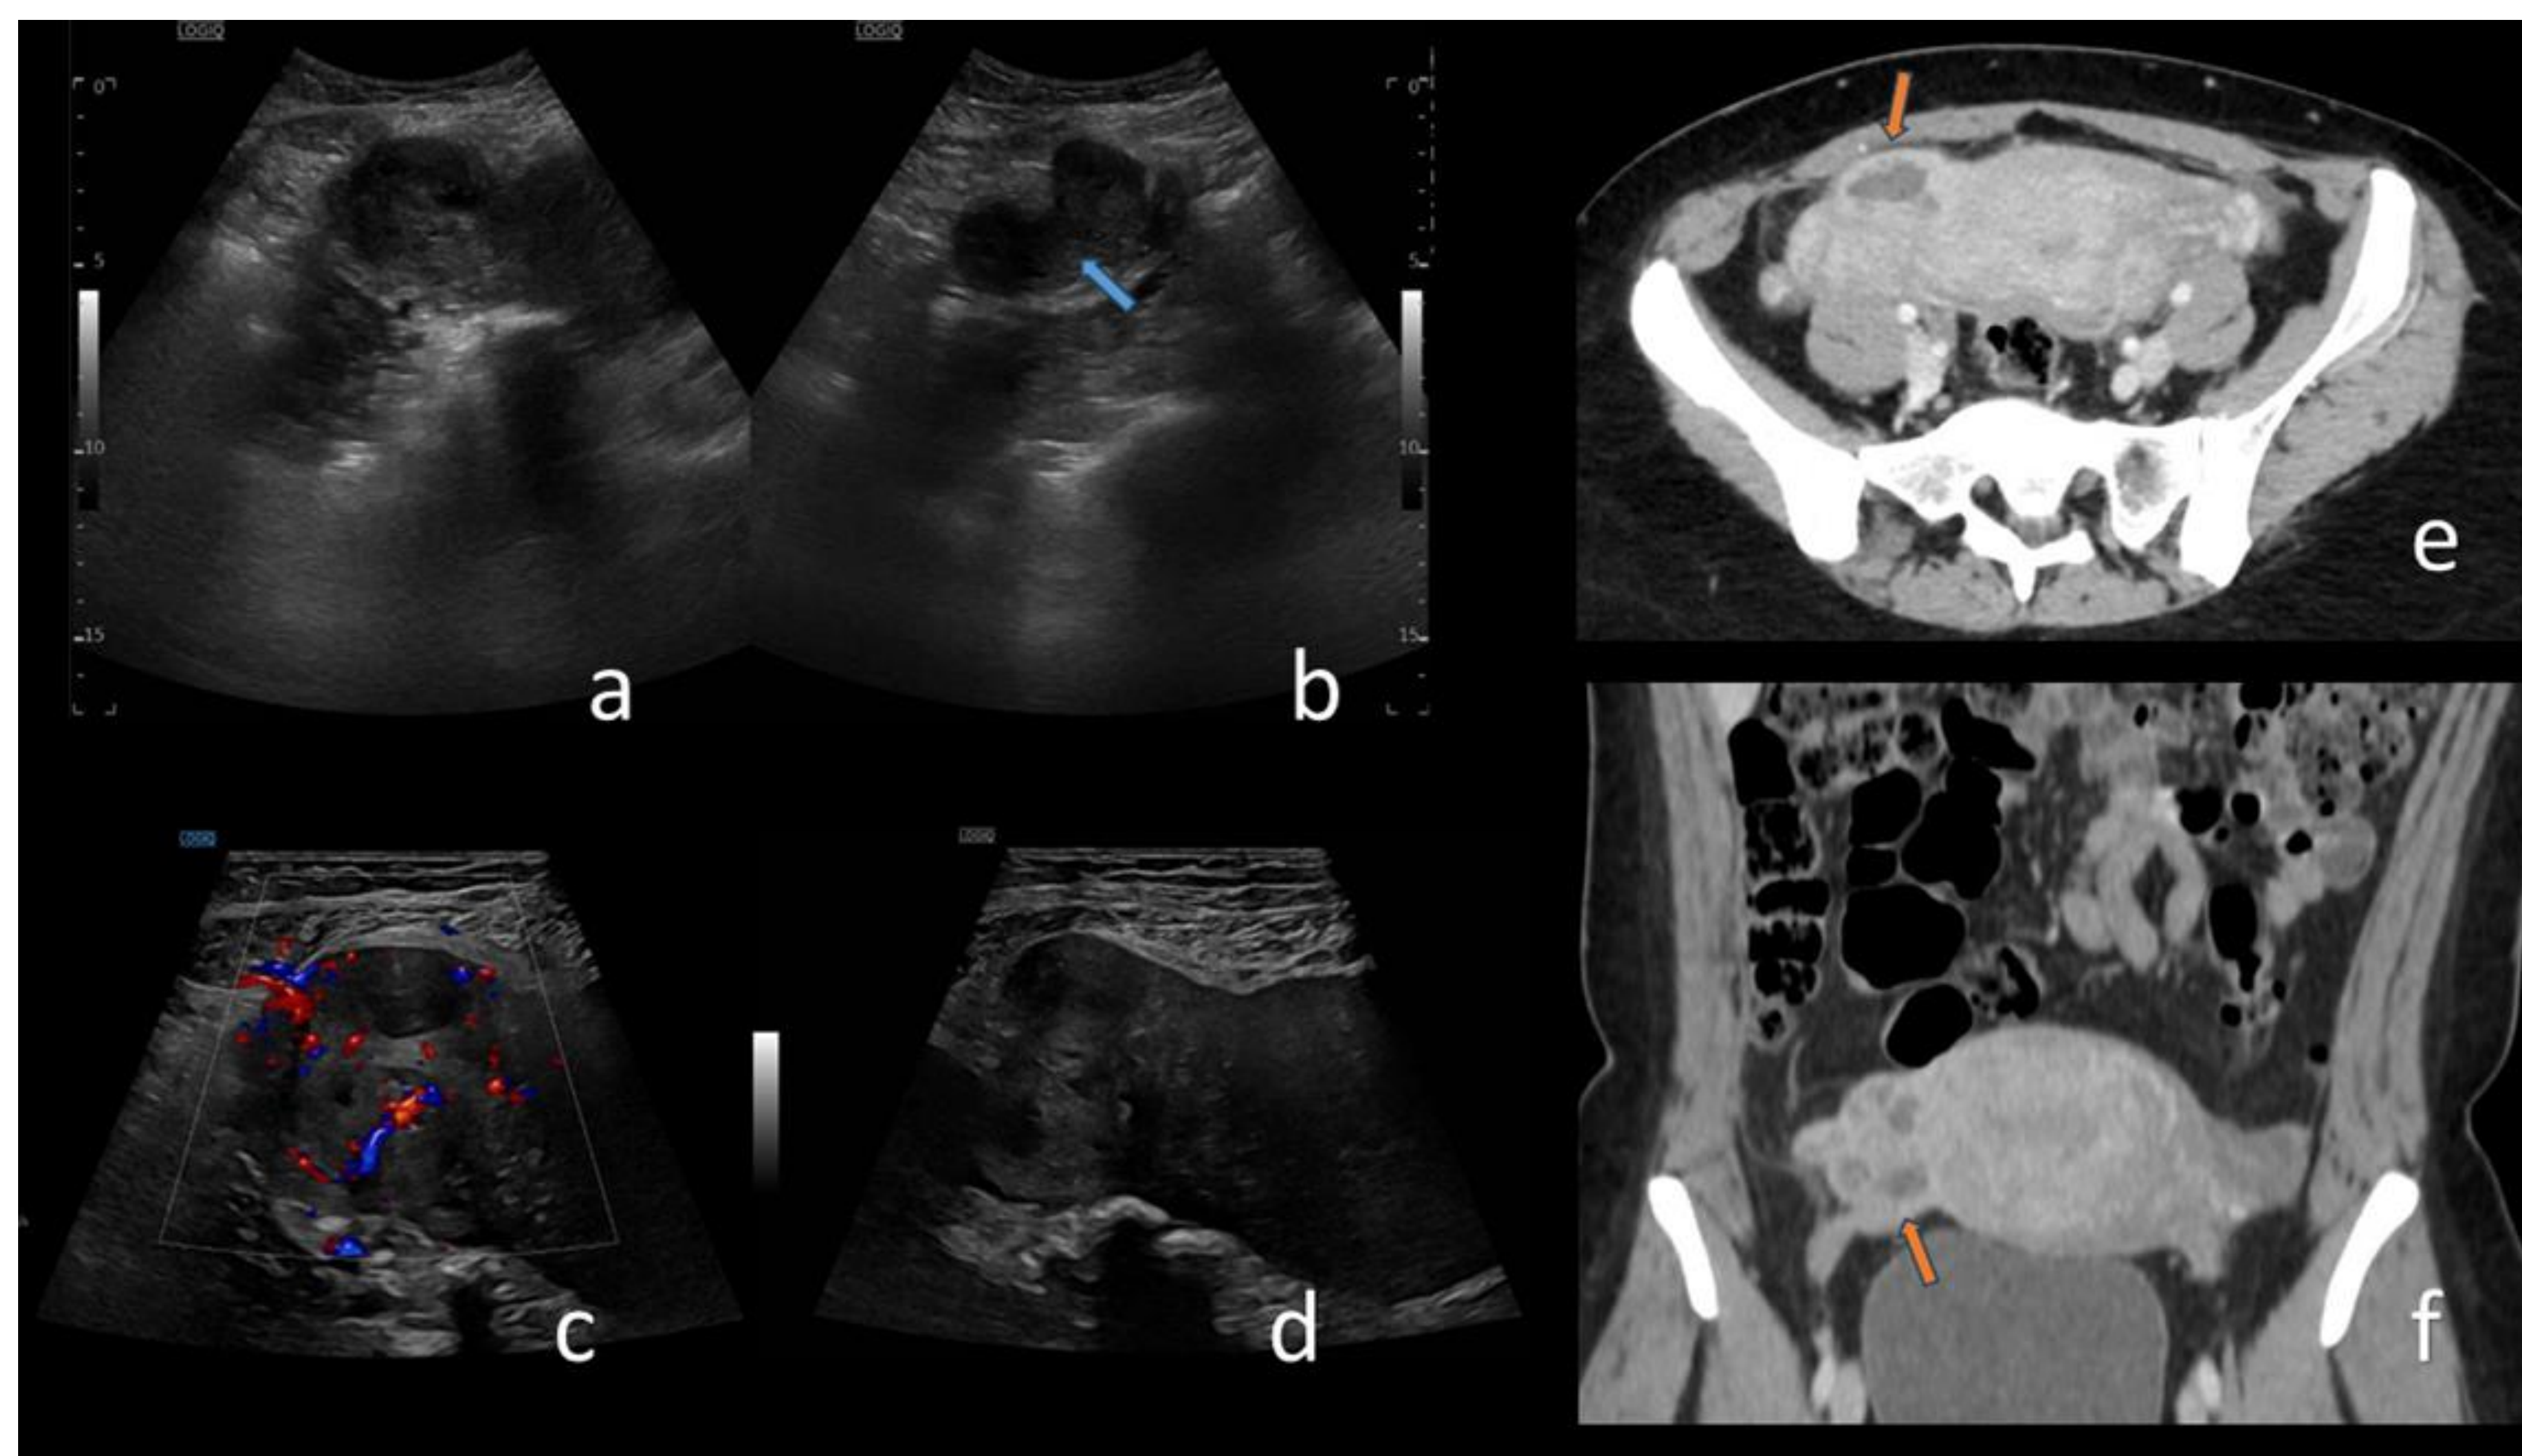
Paciente femenina de 36 años en puerperio tardío y antecedente de ruptura prematura de membranas, acude con dolor abdominal en FID y leve alteración de reactantes de fase aguda. En la exploración ecográfica se observa una imagen lobulada y heterogénea (a) que comunica con la vertiente lateral derecha del fondo uterino (b, d, flecha azul), con aumento de la vascularización en el modo Doppler (c). La TC demostró una estructura tubular con focos hipodensos sugestivos de necrosis / abscesificación (e, f, flechas naranjas), compatible con absceso tubo ovárico valorado y confirmado quirúrgicamente. *Servicio de Radiodiagnóstico, Hospital Universitario Príncipe de Asturias, Alcalá de Henares – Madrid, España, 2024.*
